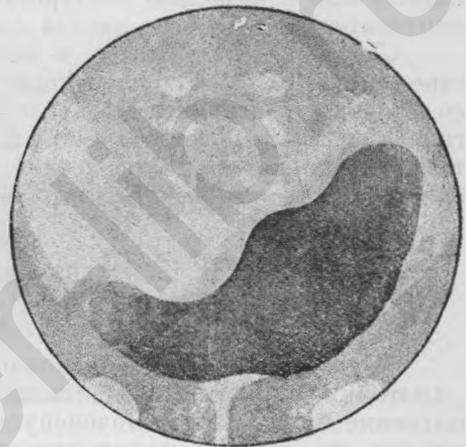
Рентгенограмма пузыря в начале родов.
